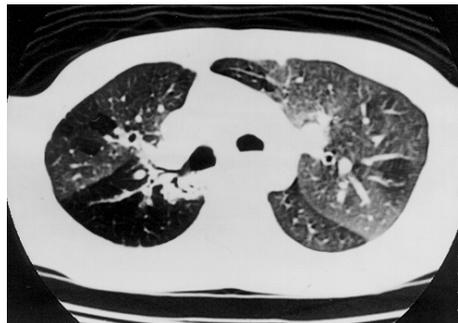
Tomografia computadorizada de tórax durante expiração, mostrando alargamento de brônquios fontes direito e esquerdo e alternância de áreas hiper e hipotenuantes (padrão em mosaico) e bronquiectasias centrais
